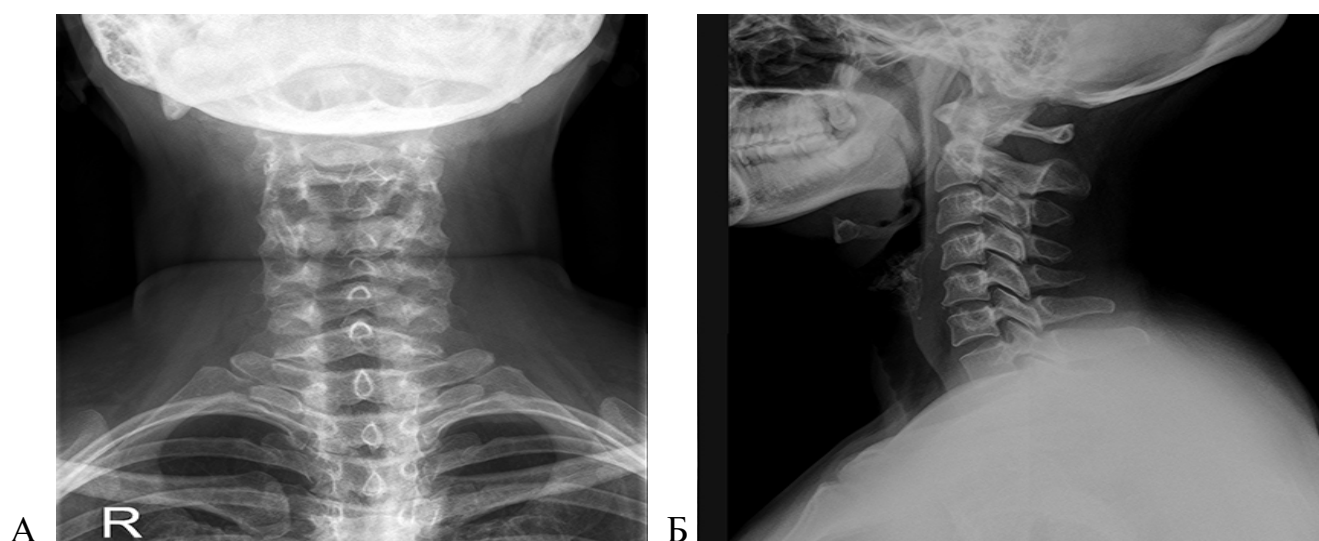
Рентгенограммы шейного отдела позвоночника пациента с ШГД (мужчина 35 лет) в прямой задней (А) и боковой (Б) проекциях
